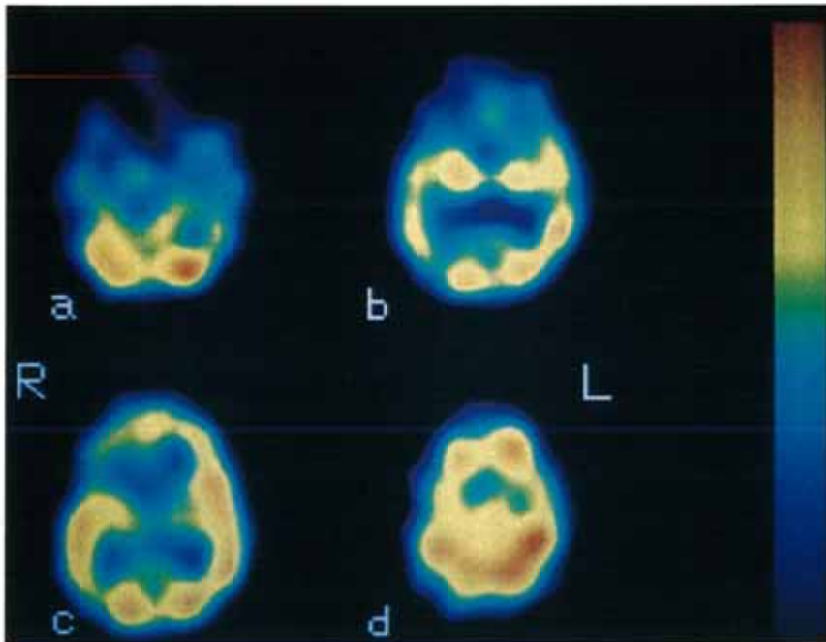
Case 2 (3-month-old female). ^{123}I -IMP SPECT shows increase in activity of cerebral cortex except for frontal lobes.
